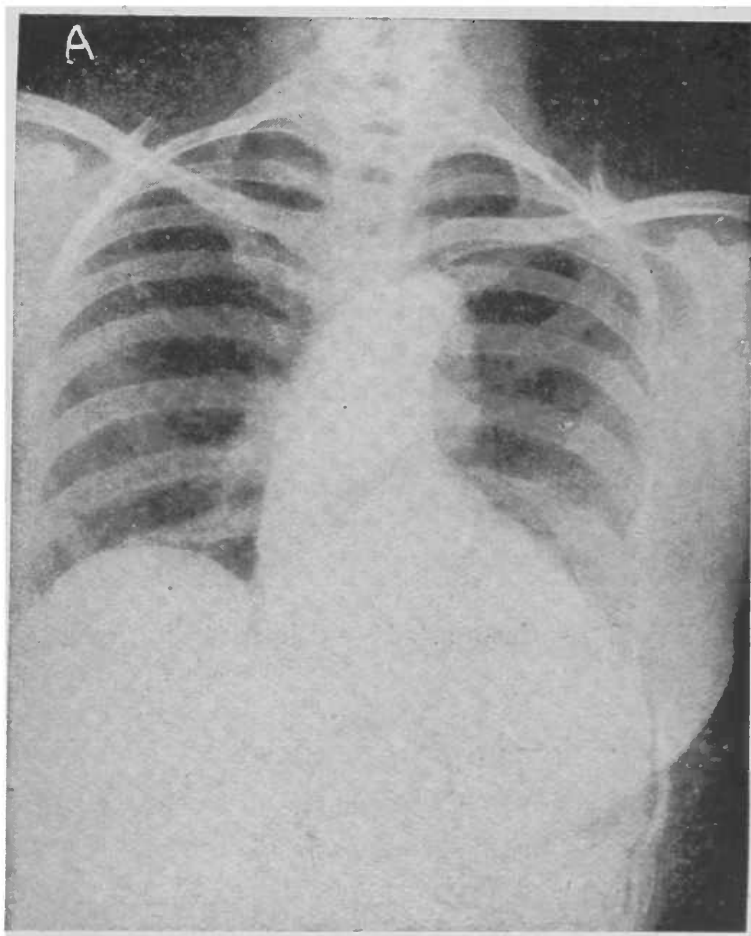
Caso n.º 3 — Radiografia do coração de frente
